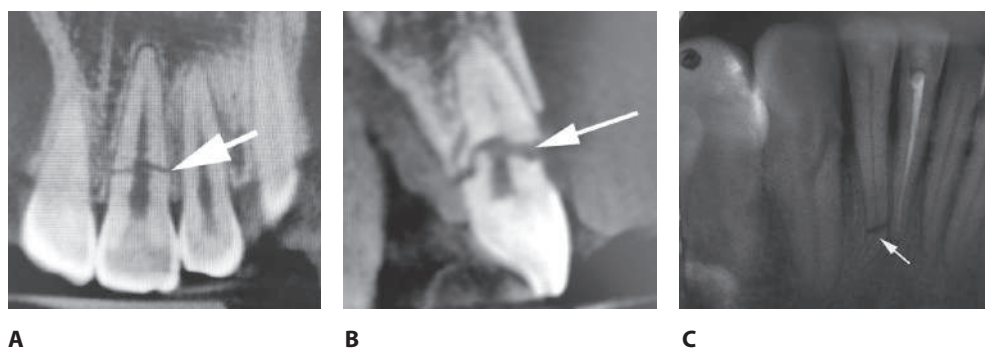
Варианты расположения линии перелома корня зуба на рентгенограмме: А) средняя треть; В) корональная часть; С) апикальная часть
